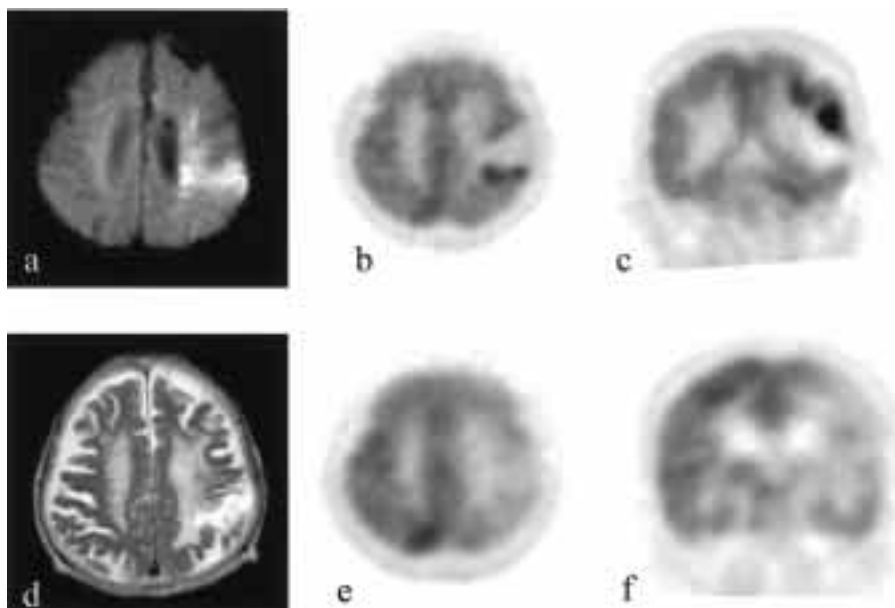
Case 1 (#20): An 86-year-old female with atherothrombotic infarction. MR diffusion weighted images taken on our emergency clinic, revealed inhomogeneous high signal area in the lt. MCA territory (a). The ^{18}F -FDG PET images obtained in the 2nd hospital day showed low accumulation area larger than diffusion weighted image on the episode day. And high accumulation of ^{18}F -FDG are shows the edge of the infarction (b, c). After 56 days from onset, ^{18}F -FDG PET was done; the high accumulation areas are decreased (e, f). And T2 weighted images on chronic state (120 days after the episode), shows to be infarcted.
